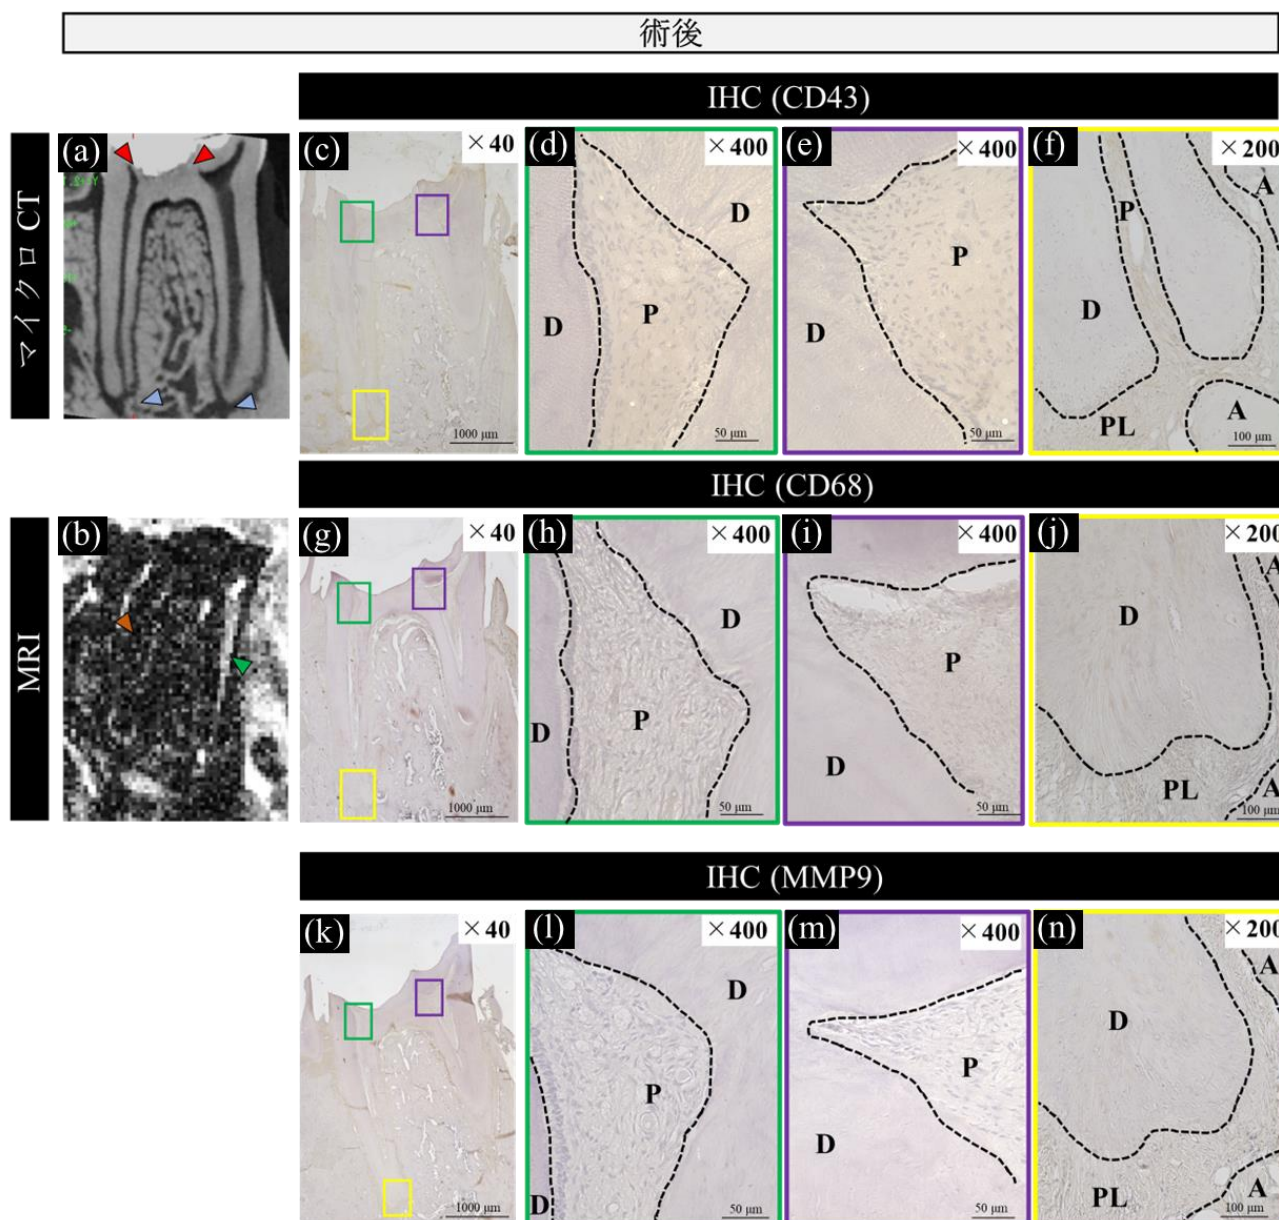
断髄実験後における，マイクロCT画像，T2強調画像，ならびに抗CD43抗体，抗CD68抗体，および抗MMP9抗体を用いた免疫組織化学染色像
